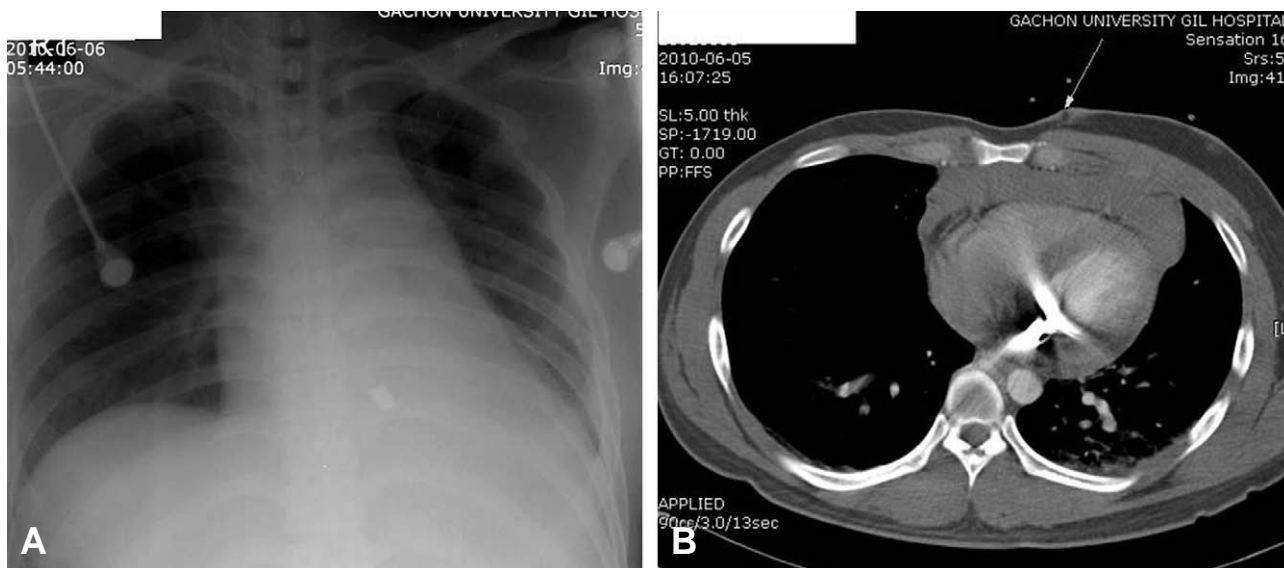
(A) Simple chest radiography shows radiopaque material in the cardiac shadow. (B) Computed tomography shows the entry point (indicated by long arrow) and mediastinal hematoma and motion artifact made by metal fragment.
